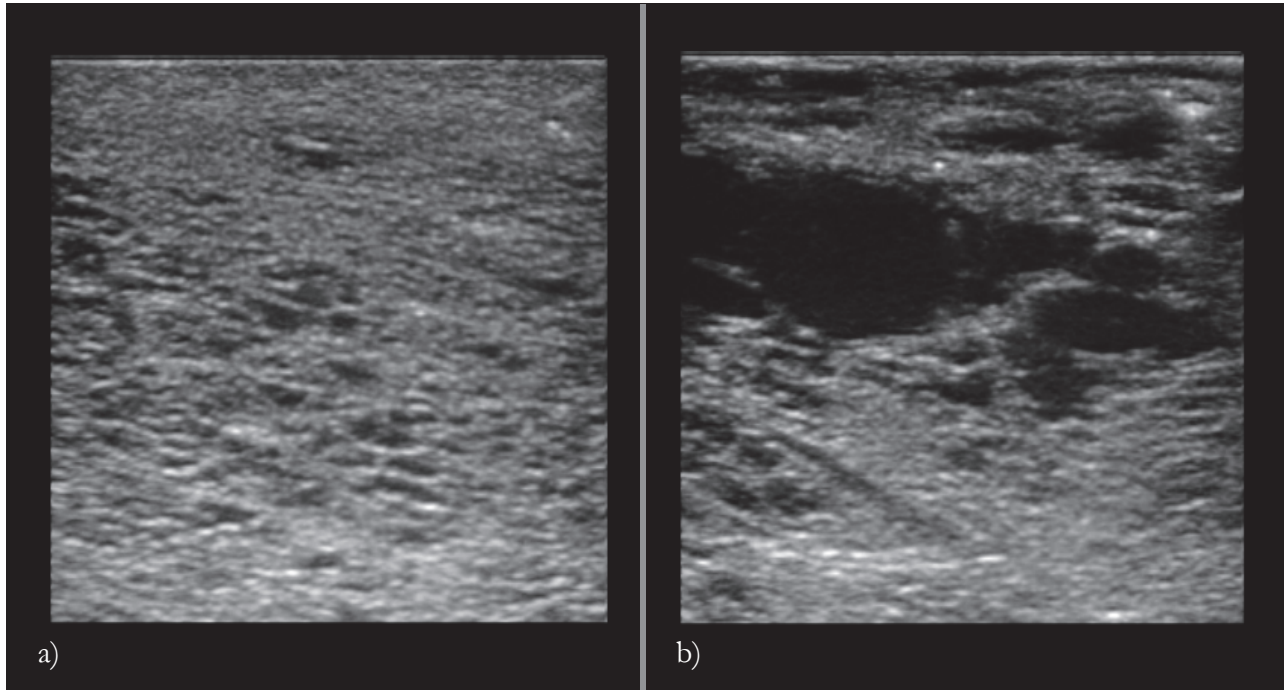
Sonographie von geschädigtem Parenchym a) geringgradiges Emphysem und b) hochgradiges Emphysem mit großräumigen emphysematischen Kavitäten.
